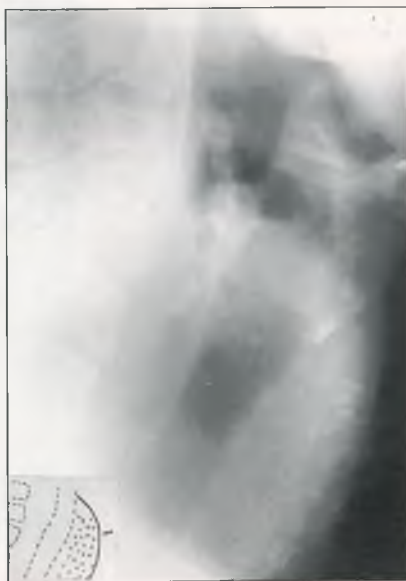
Боковая рентгенограмма шеи.
